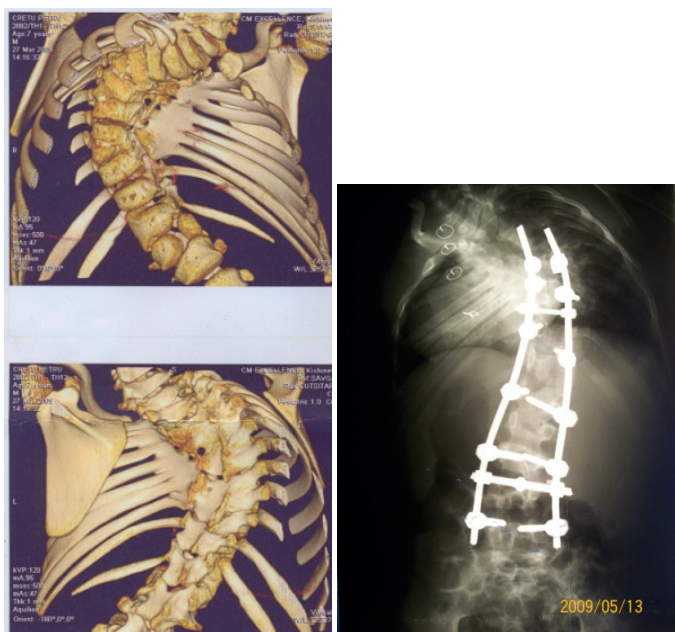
Aspect exterior și 3D-CT al pacientului P, 7 ani, cu scolioză congenitală pe fond de dereglare a segmentării cu "sindromul de hipoplazie toracică" preoperator și radiograma postoperator după corecția deformității scolioțice și toracale cu ajutorul construcțiilor transpediculare cu posibilitatea "de creștere" împreună cu coloana vertebrală.
